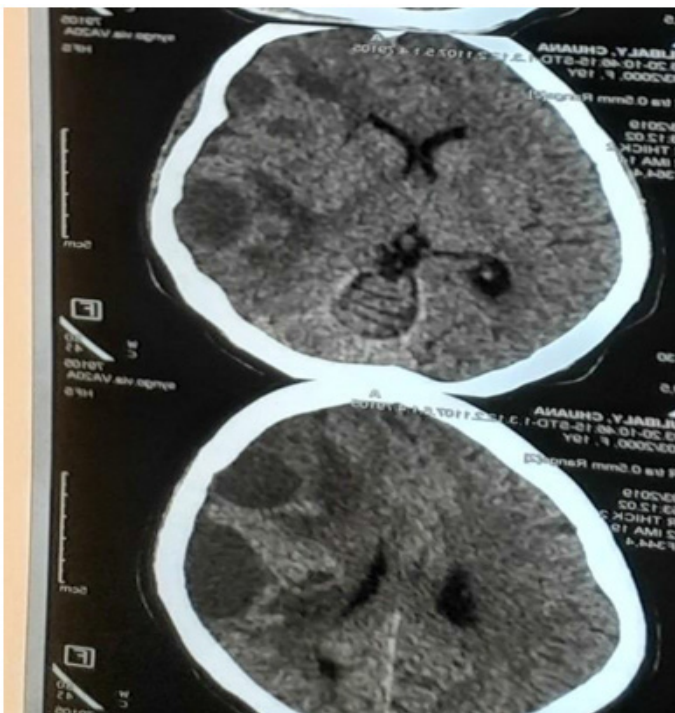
CT scan showing parietal empyema
